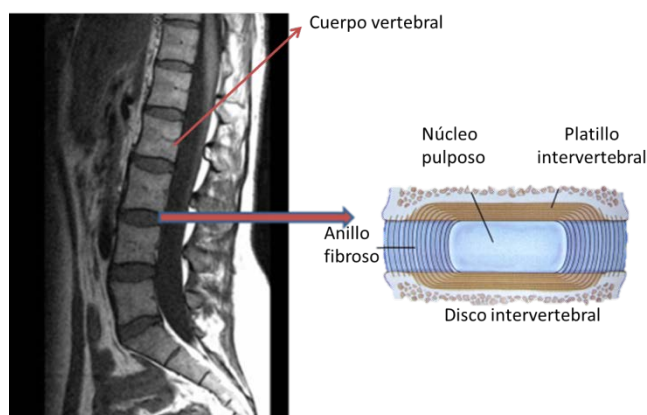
Resonancia magnética de la columna lumbar y la representación esquemática del DIV (55)
